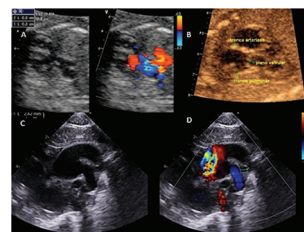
A) Ecocardiograma fetal a las 31.6 semanas de gestación donde se observa la comunicación interventricular con sobrelapamiento de la válvula aórtica. B) Ecocardiograma fetal muestra la válvula aórtica y la presencia de ambos troncos, el derecho y el izquierdo. C) Ecocardiograma transtorácico al nacimiento muestra el origen posterior de las arterias pulmonares en D) y D) Ecocardiograma.
